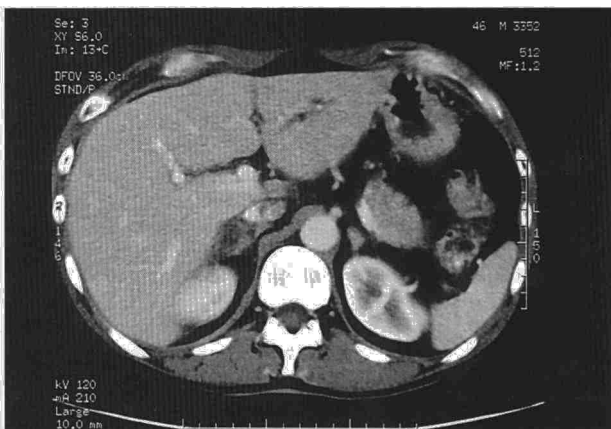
TC de hemiabdomen superior donde se observa una tumoración adrenal derecha hipodensa y heterogénea.
